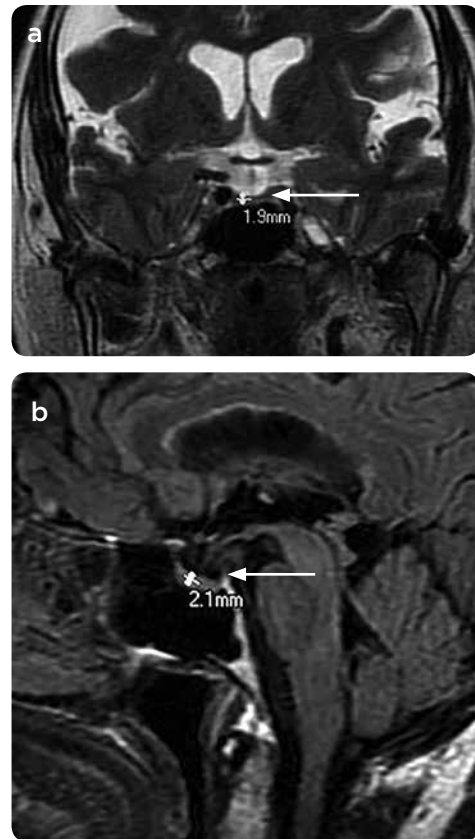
a) RM cerebral potenciada en T2, coronal, y b) RM cerebral potenciada en T1, sagital, de una mujer de 70 años que evidencia STV completa (altura de la hipófisis < 2 mm) y espacio selar reemplazado por LCR de alta señal e importantes cambios (flechas).
